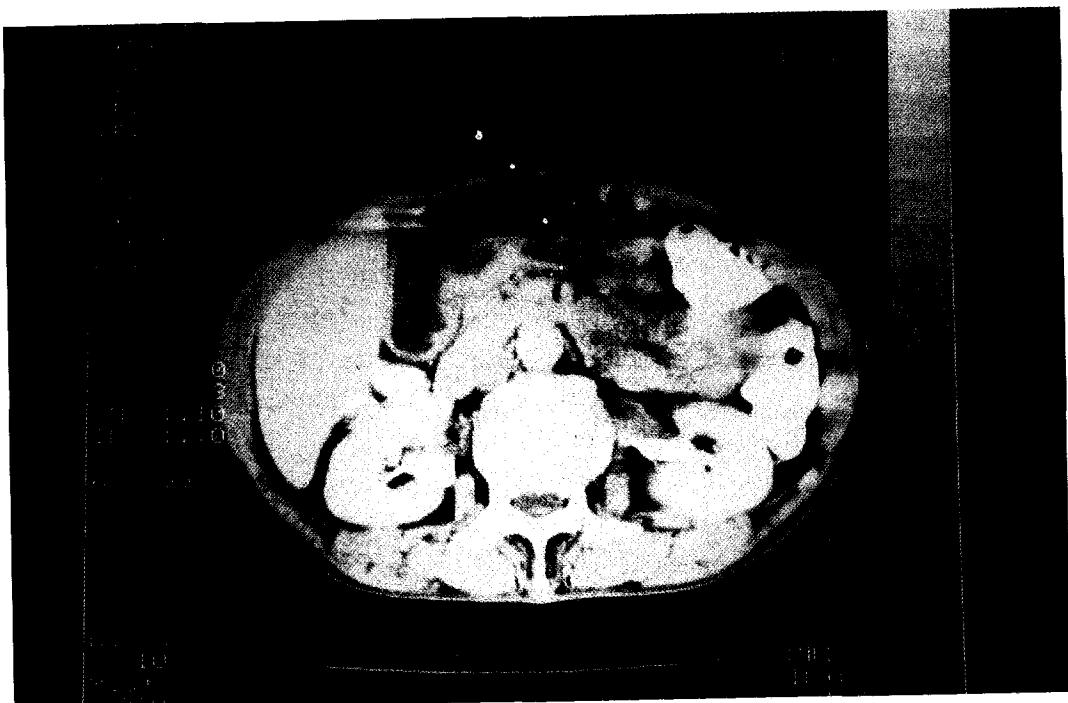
CT scan of abdomen shows a 4 cm sized gastric wall mass which located at posterior wall of proximal antrum.
